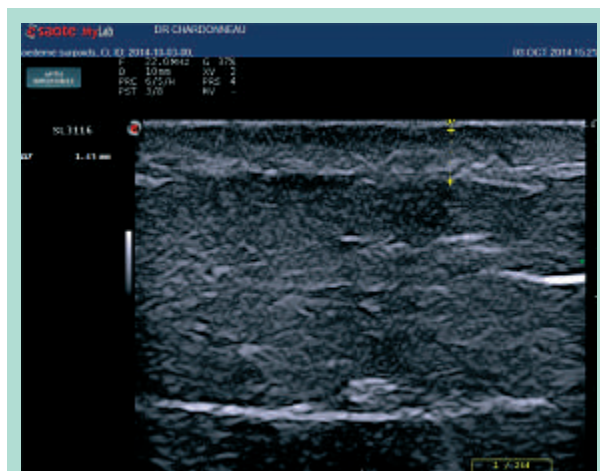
Échographie de haute résolution du syndrome d'œdème cyclique.
